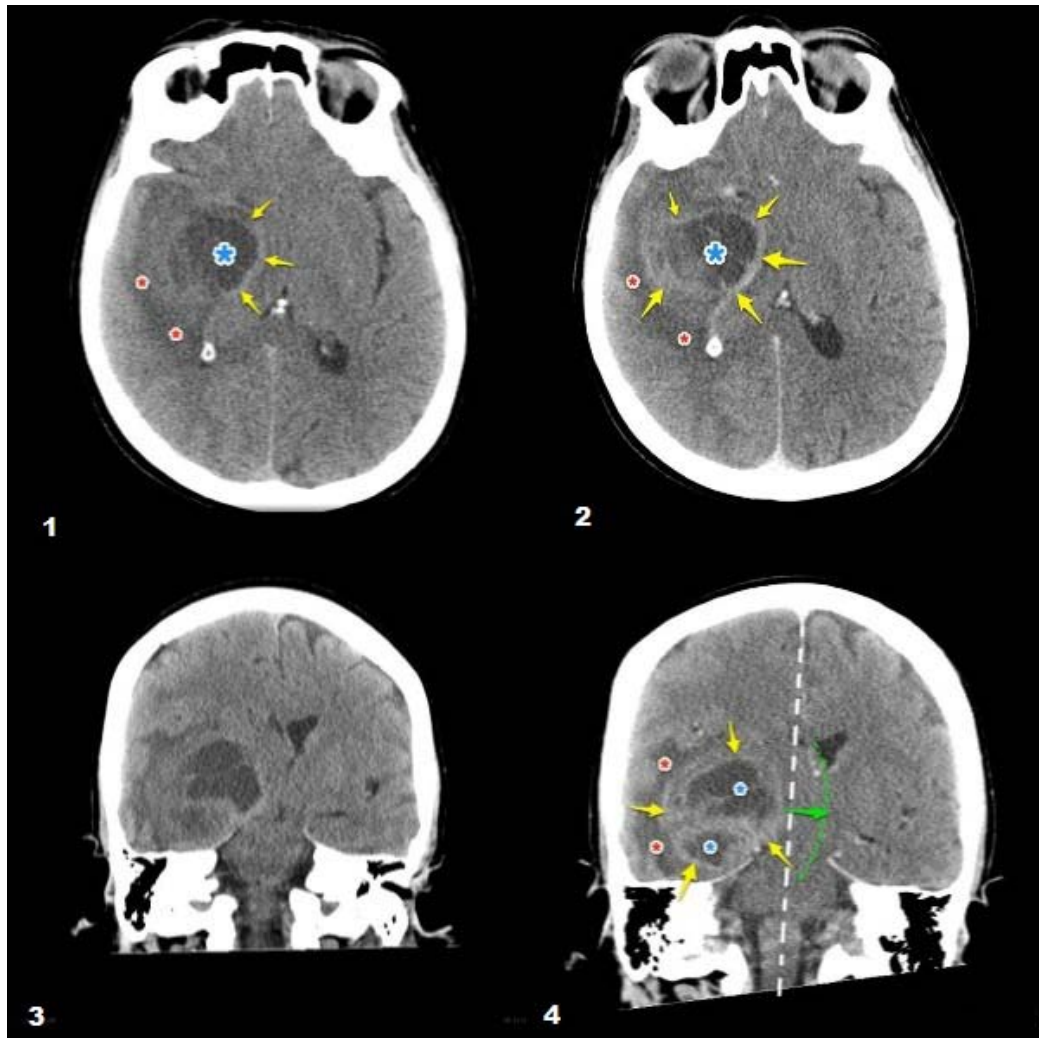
TDM : 1. Axial sans contraste 2. Axial avec contraste 3. Coronal sans contraste 4. Coronal avec contraste
